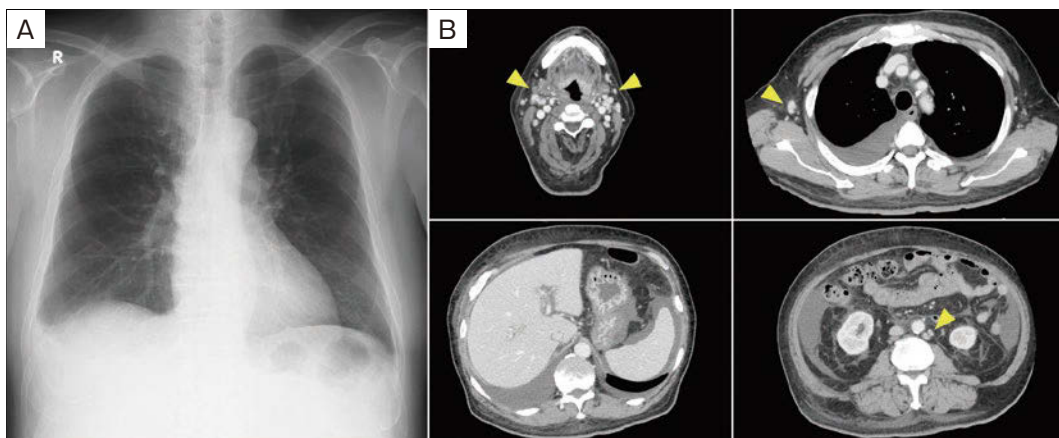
Imaging findings. (A) Chest radiograph obtained on admission showing blunting of the right costophrenic angle. (B) Whole-body contrast-enhanced CT scan obtained on day 4 showing mild swelling of the cervical, axillary, and abdominal para-aortic lymph nodes (arrowheads), increased right-dominant bilateral pleural effusion and ascites, and systemic subcutaneous edema. CT: computed tomography.
